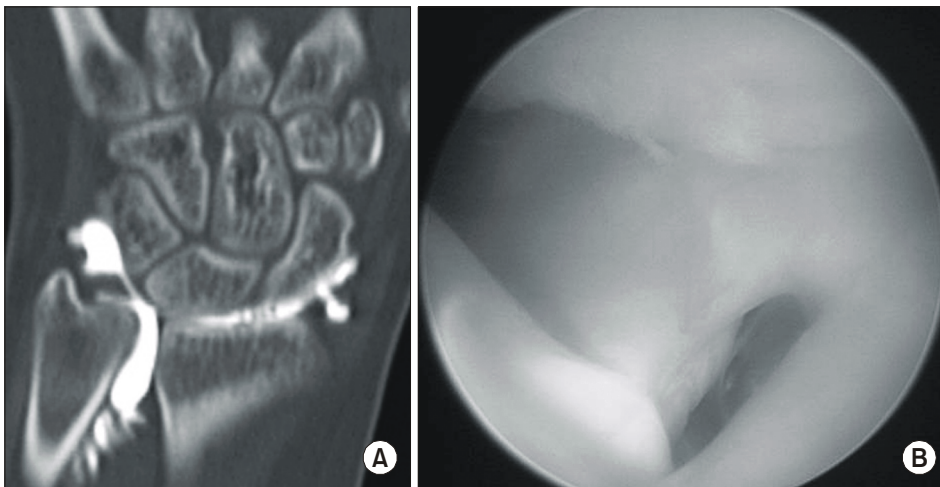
(A) A 24-year old women with ulnar sided wrist pain on the left side. Coronal reformatted Arthro-CT shows a tear of TFC radial attachment. (B) Arthroscopy shows the radial tear of the TFC.
